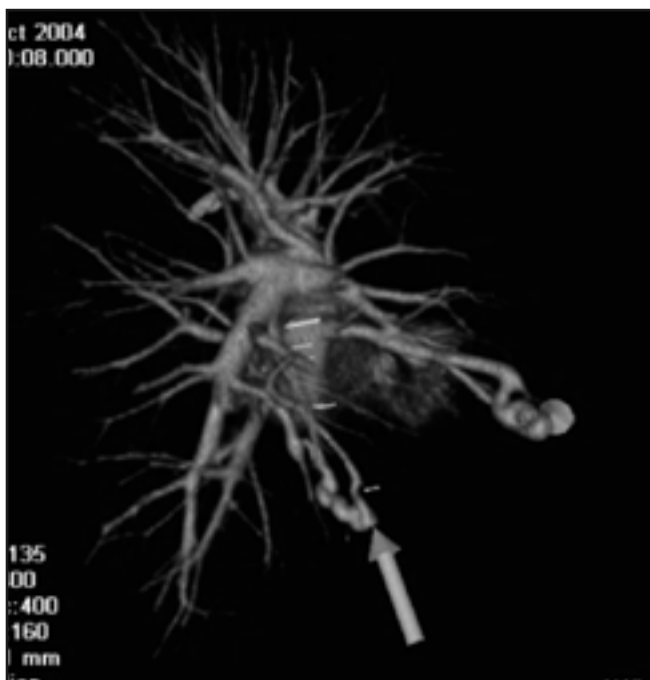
Reconstrucción TC 3D donde se observan dos MAVP (Flechas grandes). Las flechas pequeñas demarcan vasos aferentes
